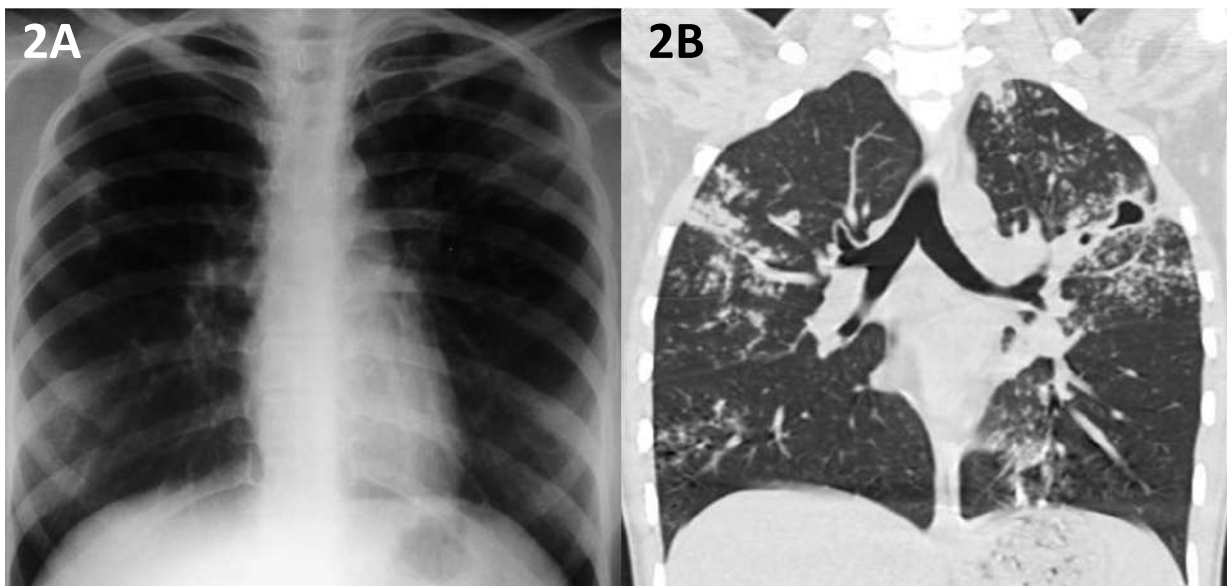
Niña de 10 con esputo positivo para tuberculosis. 2A. Tenues opacidades intersticiales 2B. TC en reformateo coronal muestra además cavitación en LSI, opacidades en árbol en brote y engrosamiento reticular bilateral.
